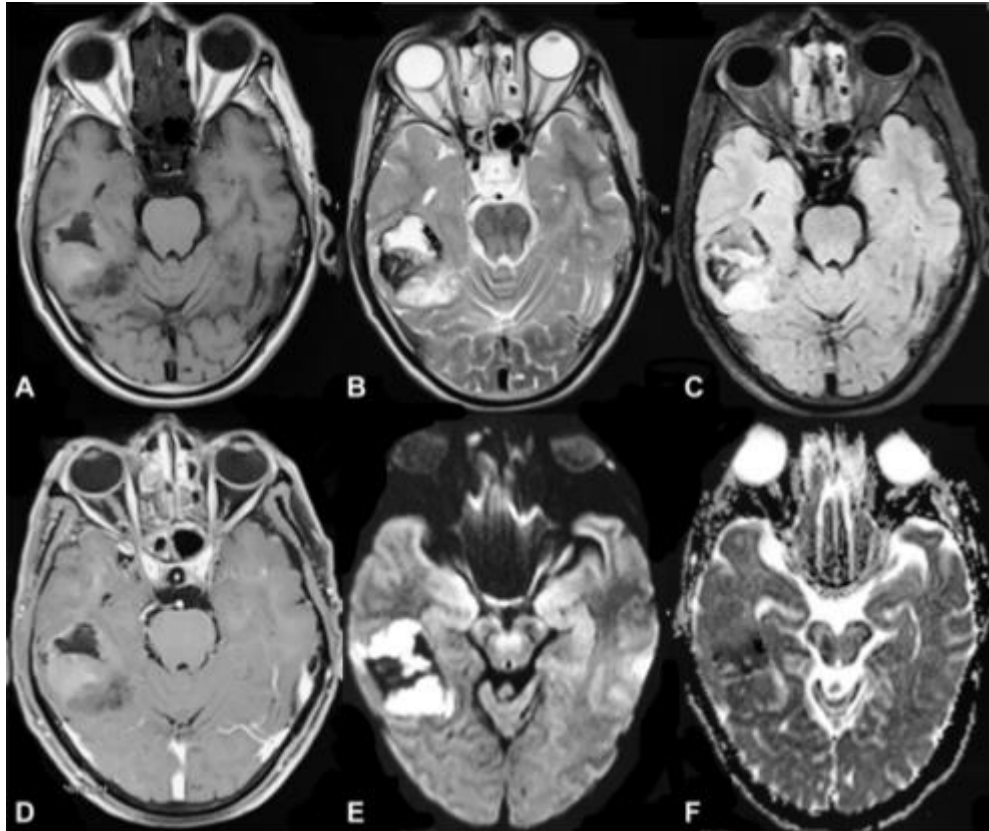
Serie de resonancias magnéticas del caso 3(28). Este patrón es bastante inusual. Vemos como la tumoración está localizada en la región temporal derecha. Todas las secuencias (A, T1; B, T2; C, FLAIR; E y F con restricción del contraste), se presentan de forma heterogénea (mezcla de hiperseñal e hiposeñal). La secuencia D nos muestra como no hay captación de contraste.
